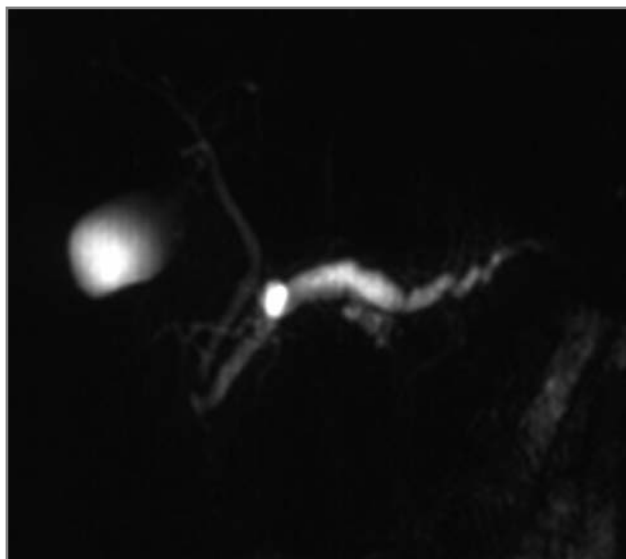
Colangio-Wirsung-RMN. Focale dilatazione di un dotto secondario del corpo pancreatico (NPIM tipo “branche secondarie”).
